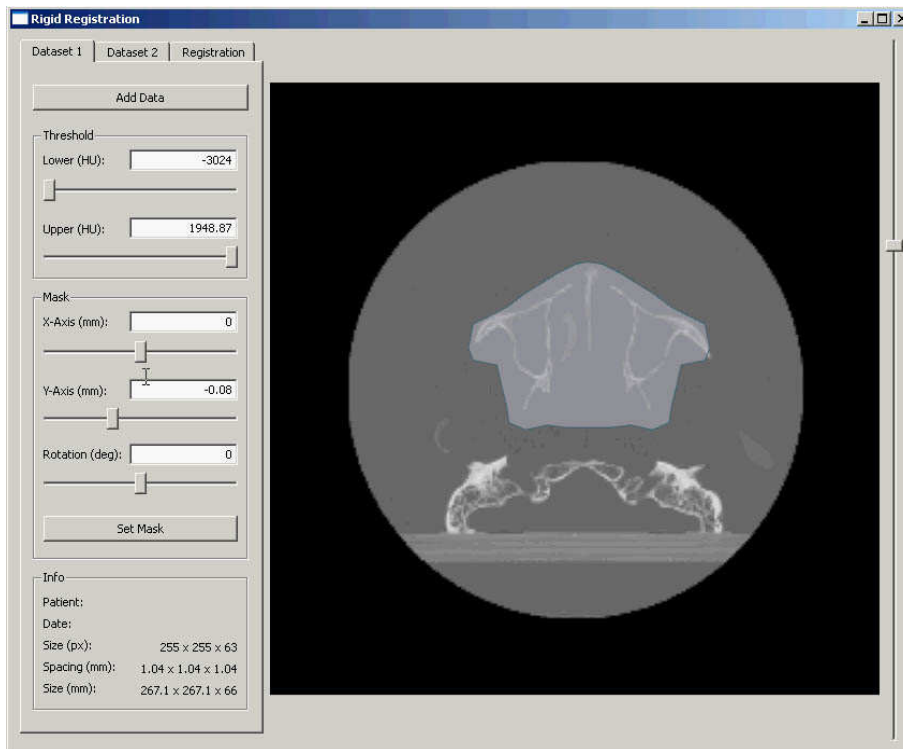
Auf der linken Seite erkennt man die Registerkarten mit denen man sich zwischen den Ebenen des Programms bewegen kann. Rechts ist ein CT-Datensatz an dem die Maske über den Bereich des Sinus maxillaris positioniert worden ist zu erkennen (gräuliche semitransparente Fläche) (screenshot).
